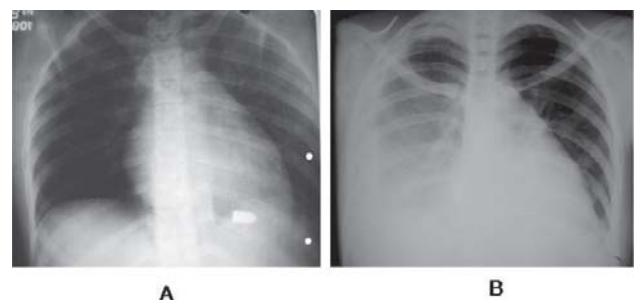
A: Radiografia de tórax em PA, realizada com o paciente em pé, mostra o projétil de arma de fogo localizado na topografia do coração; B: Radiografia de tórax em AP, com o paciente em decúbito dorsal, mostra a mudança de posição do projétil livre na cavidade pericárdica
